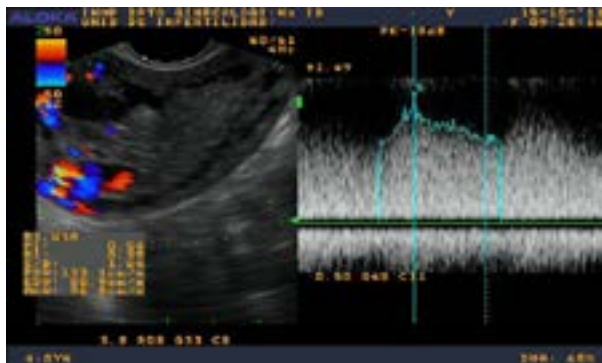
Doppler espectral, observando una velocidad sistólica máxima de 133 centímetros por segundo y un índice de resistencia de 0.39.
